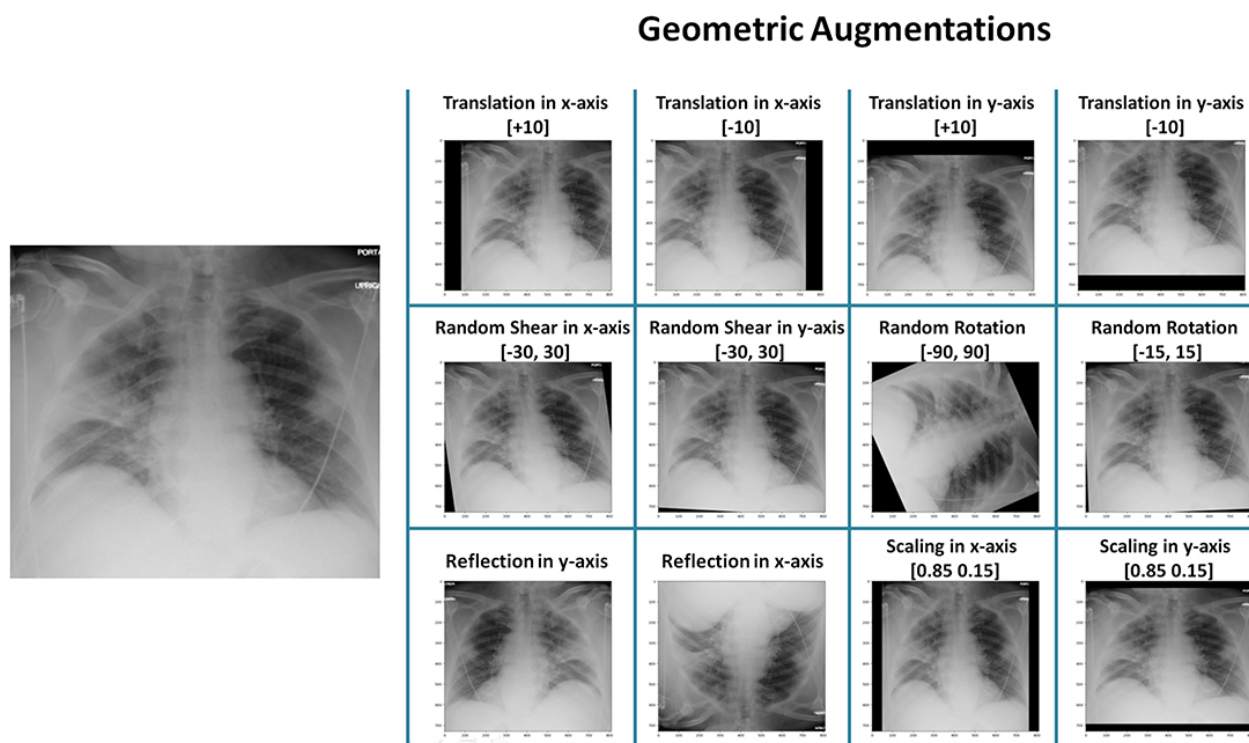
Приклад аугментації рентгенівських зображень
